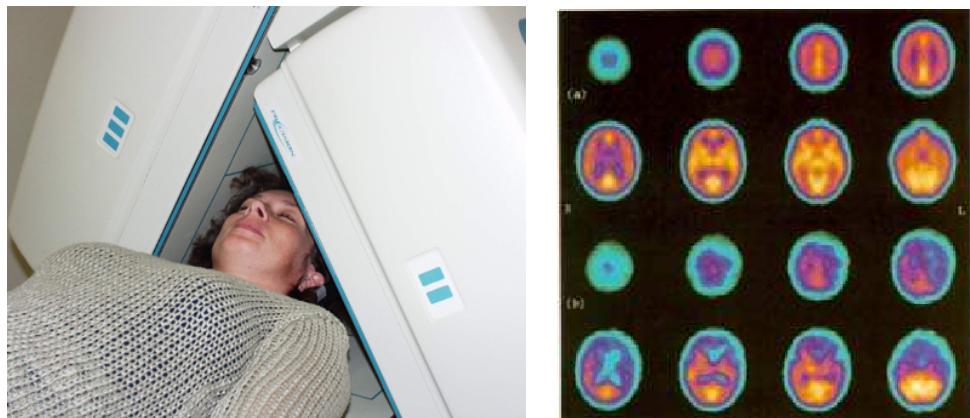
Obrázek z gama kamery (scintigram).
